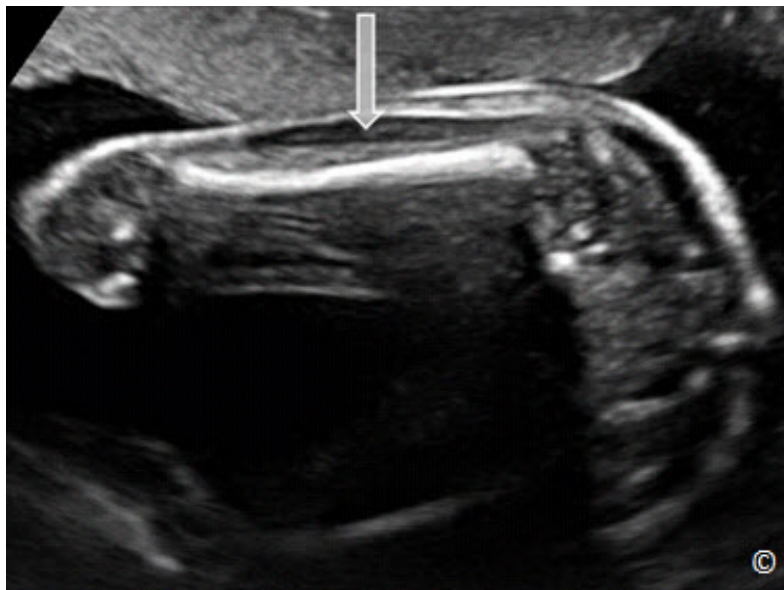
Formación de imágenes óptima del fémur para la medición de longitud. Obsérvese que toda la diáfisis del fémur se ve y el ángulo entre la onda de ultrasonido (flecha) y el eje del fémur es casi 90 grados.
